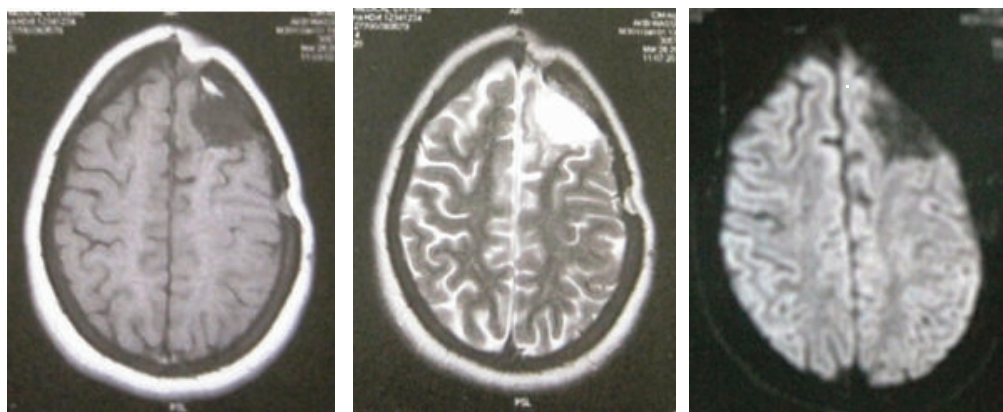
IRM post opératoire en coupes axiales, séquences T1, T2 et diffusion montrant une cavité porencéphalique séquellaire
